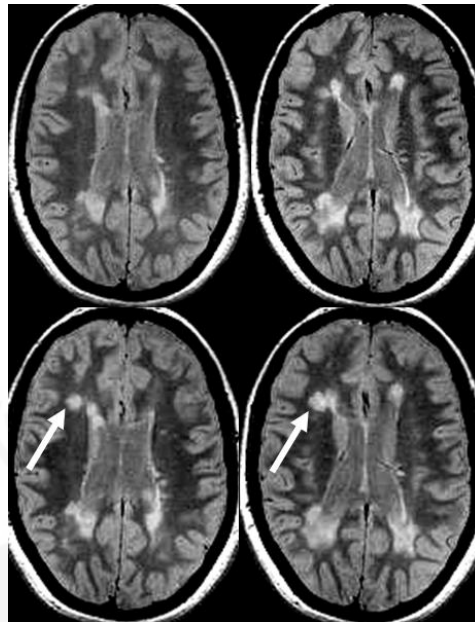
Lesiones aumentadas en secuencias T2. Estudio seriado de RM cerebral en un paciente diagnosticado de EM (secuencias ponderadas en T2 con eco corto). El estudio inicial (fila superior) muestra lesiones desmielinizantes subcorticales y periventriculares. En el examen de seguimiento obtenido un año más tarde se identifica una lesión aumentada de tamaño, que se confirma en dos cortes consecutivos (flechas).
